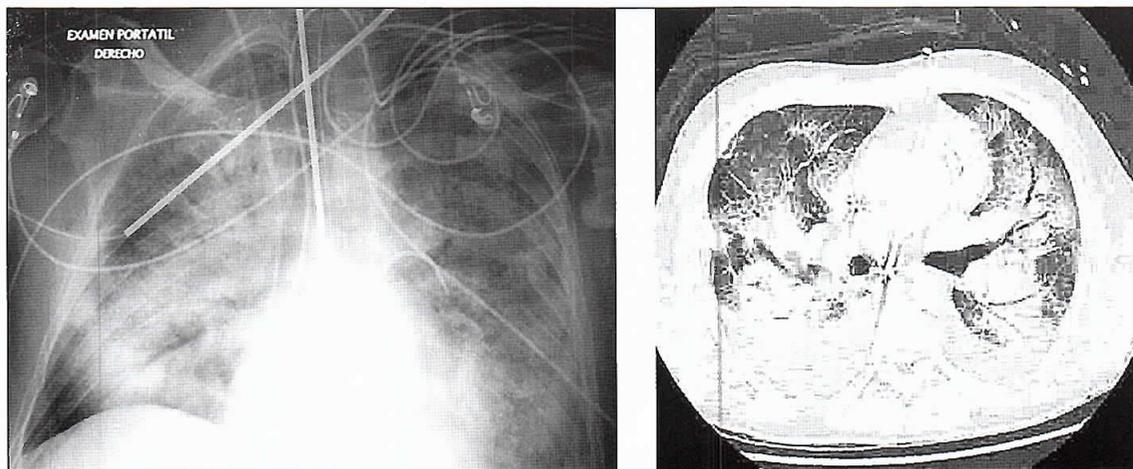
Radiografía y TAC de tórax al 6º día.
